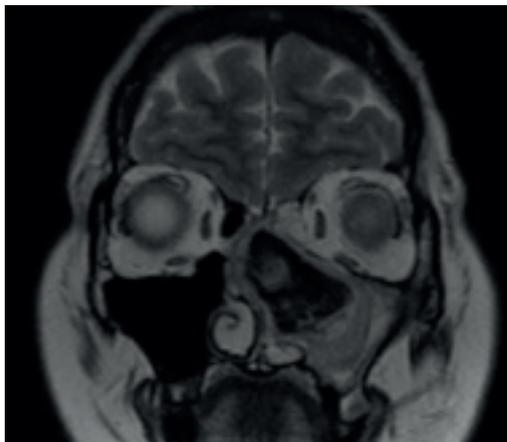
Resonancia nuclear magnética de la paciente, corte coronal, secuencia T2: se observa una lesión o masa ocupante de espacio en el seno maxilar izquierdo, márgenes circunscritos de baja señal en T2, con áreas hiperintensas en su interior. Imágenes propiedad de los autores, tomadas de la paciente.
